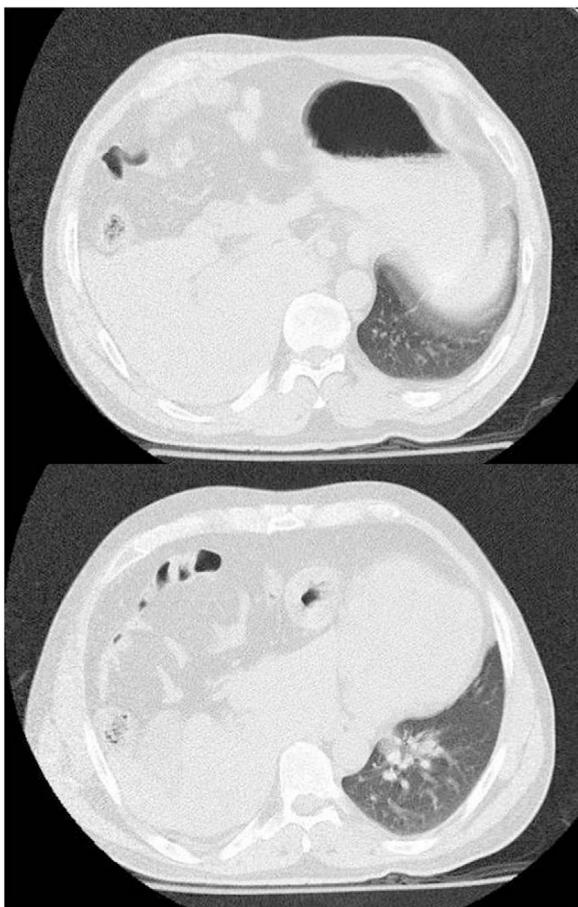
Tomografía computarizada torácica, imágenes axiales. Defecto herniario hemidiafragma derecho con paso a cavidad torácica: hígado, epiplón, páncreas, vesícula, cuerpo y fundus gástrico, colon transverso. Atelectasia completa pulmonar derecha y desviación mediastínica a la izquierda.
